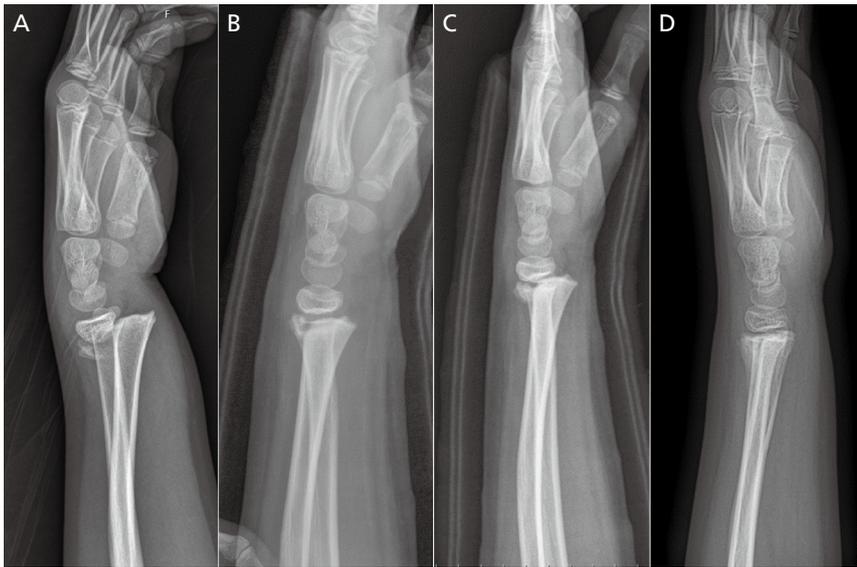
Remodeling of physeal fracture of distal radius. (A) Lateral radiograph of the 9-year-old boy who sustained Salter-Harris II distal radius physeal fracture. (B) Closed reduction showed anatomic reduction. (C) Unfortunately, the patient lost reduction after 1 week. (D) Anatomic remodeling with no physeal arrest after 3 months.
